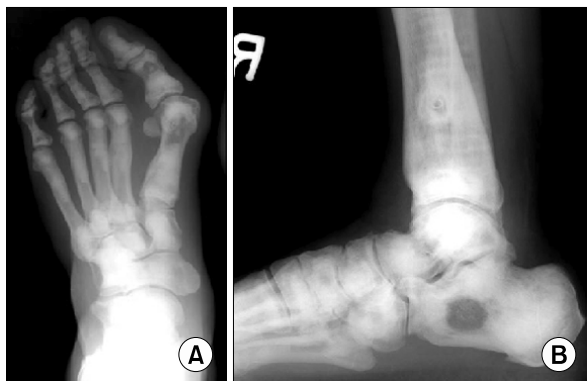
(A) This preoperative standing anteroposterior radiograph shows highly increased hallux valgus angle, 1st-2nd intermetatarsal angle and distal metatarsal articular angle. (B) In lateral radiograph, bone within a bone in distal tibia and calcaneus is manifested.
